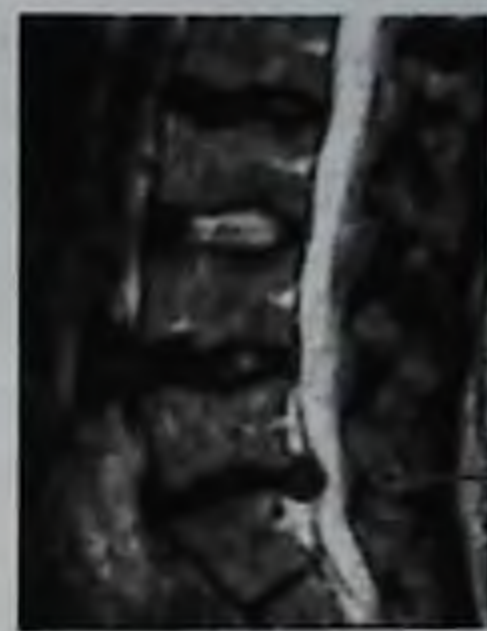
Грыжа межпозвонкового диска L_5-S_1 , дегенерация дисков L_1-L_3 и L_4-L_5 . Магнитно-резонансная томограмма, T2-взвешенное изображение
